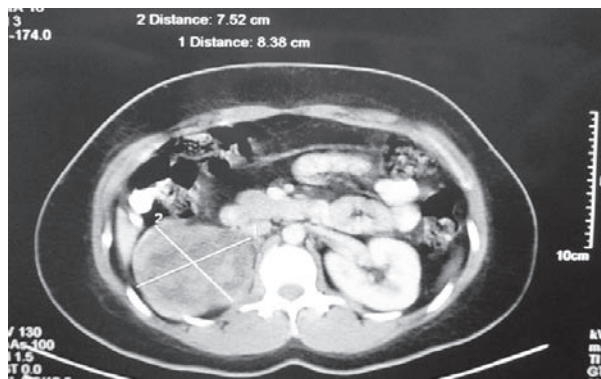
Tomografía axial computarizada donde se aprecia neoplasia renal derecha con densidades heterogéneas.
